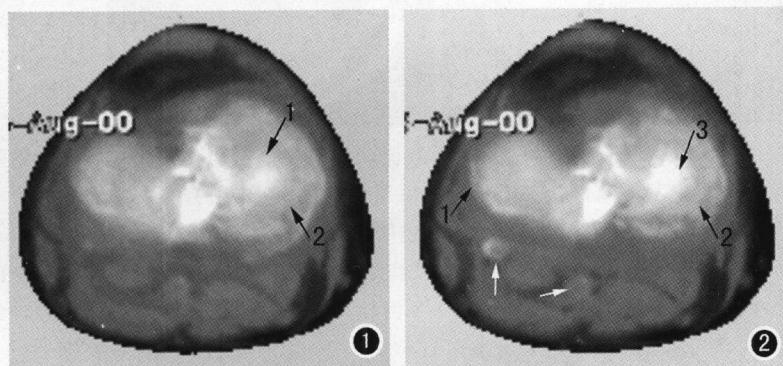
半月板CT横断扫描(仰卧屈膝位)(1 内侧半月板钙化, 2 股骨内侧髁)。
